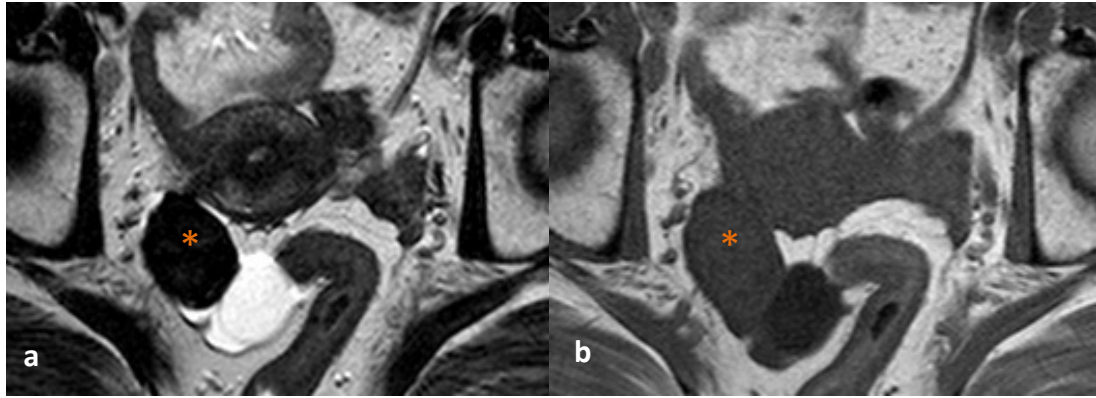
RM pélvica de mulher de 50 anos, com tumor sólido anexial direito em ecografia ginecológica. (a) No axial T2 e (b) axial T1 observa-se no ovário direito tumor sólido, de hipossinal homogêneo e contorno regular (*). Estas características são compatíveis com fibroma do ovário direito.
